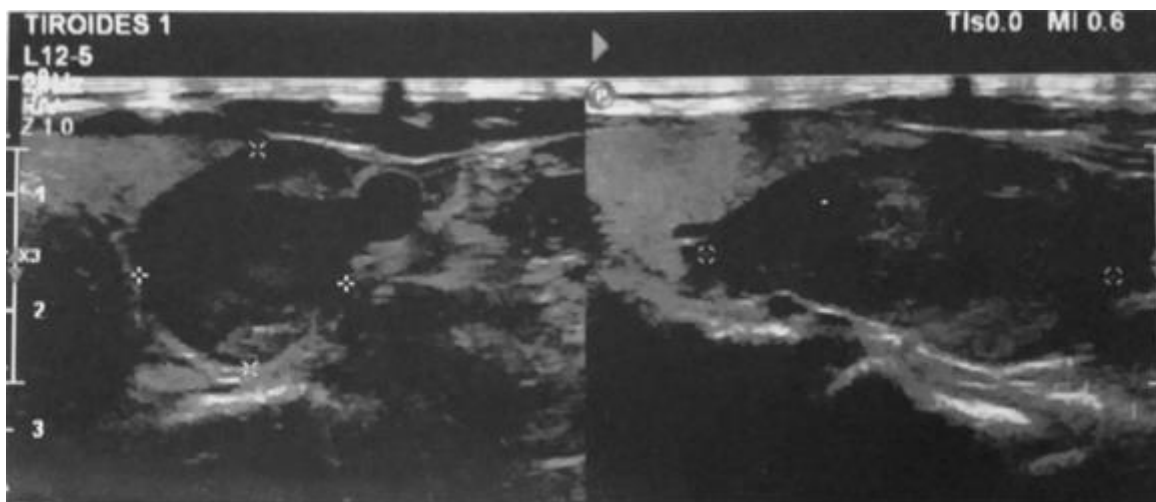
Ultrasonido de cuello. Imagen compatible con adenoma de paratiroides.
